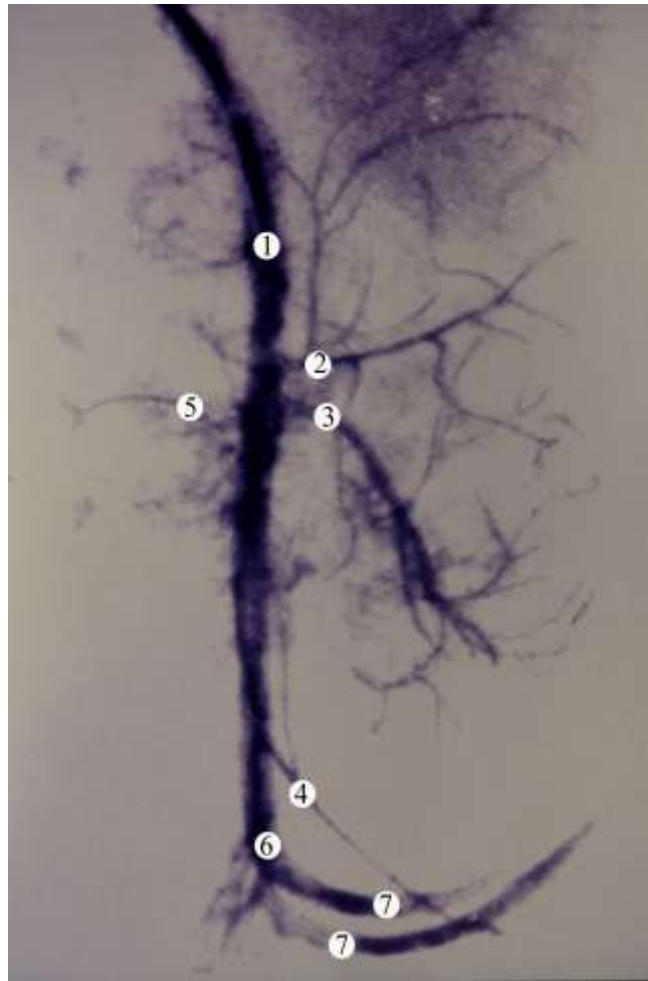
Рентгенограма аорти та її гілок у плода 311,0 мм ТКД.
